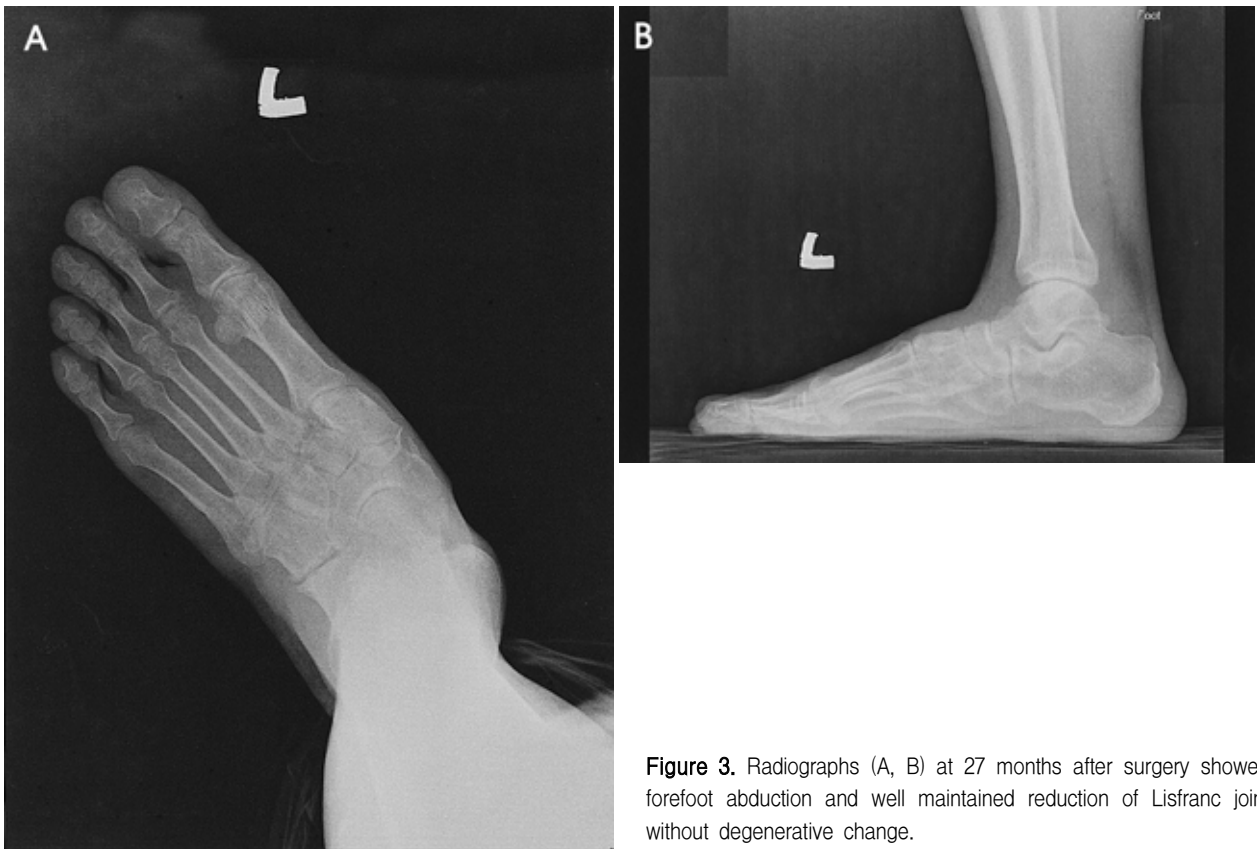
Radiographs (A, B) at 27 months after surgery showed forefoot abduction and well maintained reduction of Lisfranc joint without degenerative change.
